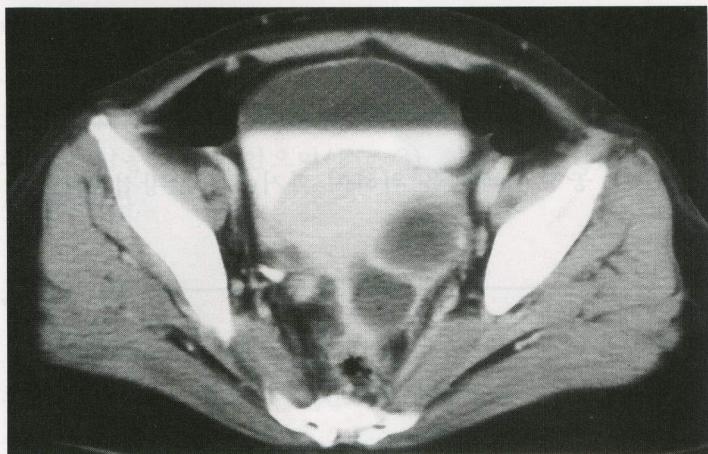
Pelvic CT through the level of lower sacral bone shows bilobulated abscess containing air-bubbles in left adnexa.
